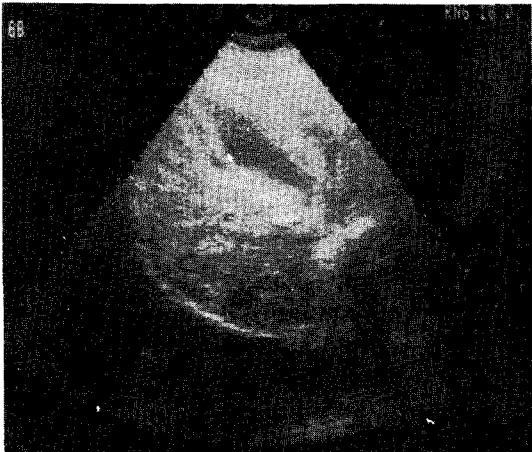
Ultrasonography of the abdomen reveals coarse echogenicity of the liver and diffuse thickening of the gallbladder wall. Right pleural effusion is found over the diaphragm.
